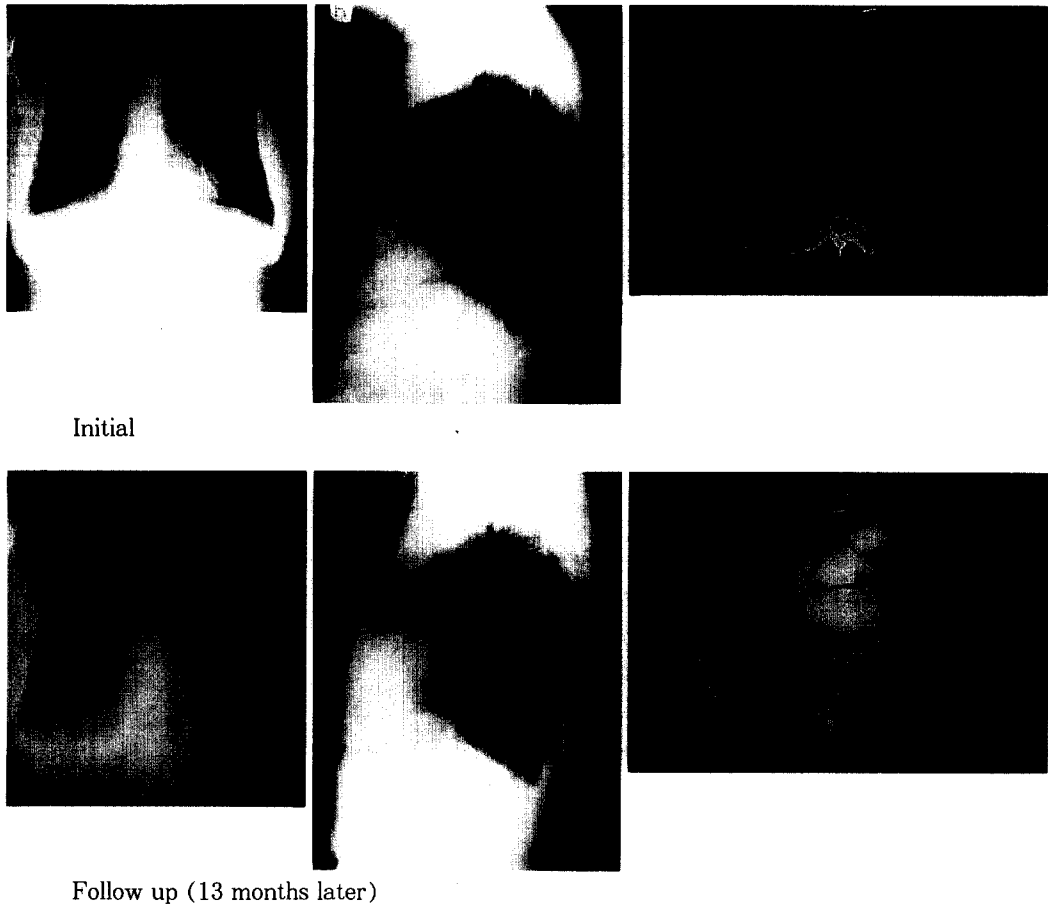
The chest radiologic finding and computed tomographic finding at initial and 13 months later, show improved right middle lobe collapse.
